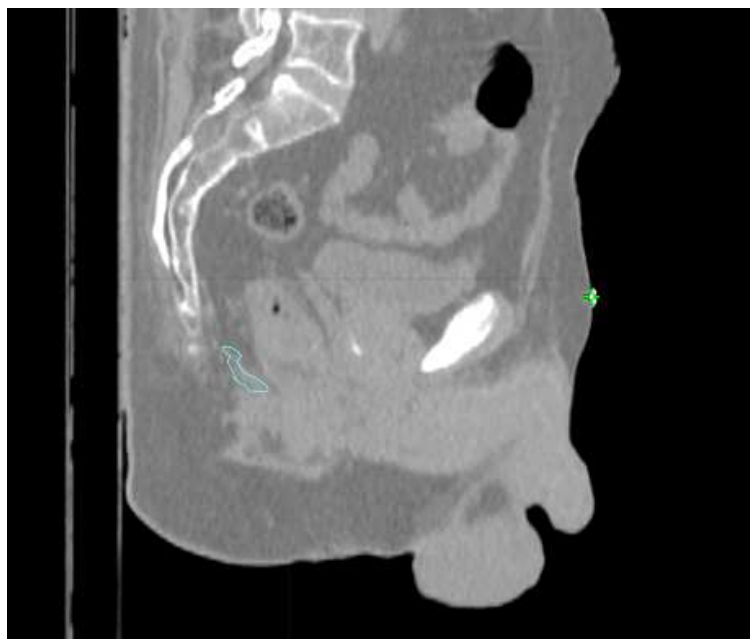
Visione sagittale contorno muscolo elevatore dell'ano TC di centraggio paziente 1
